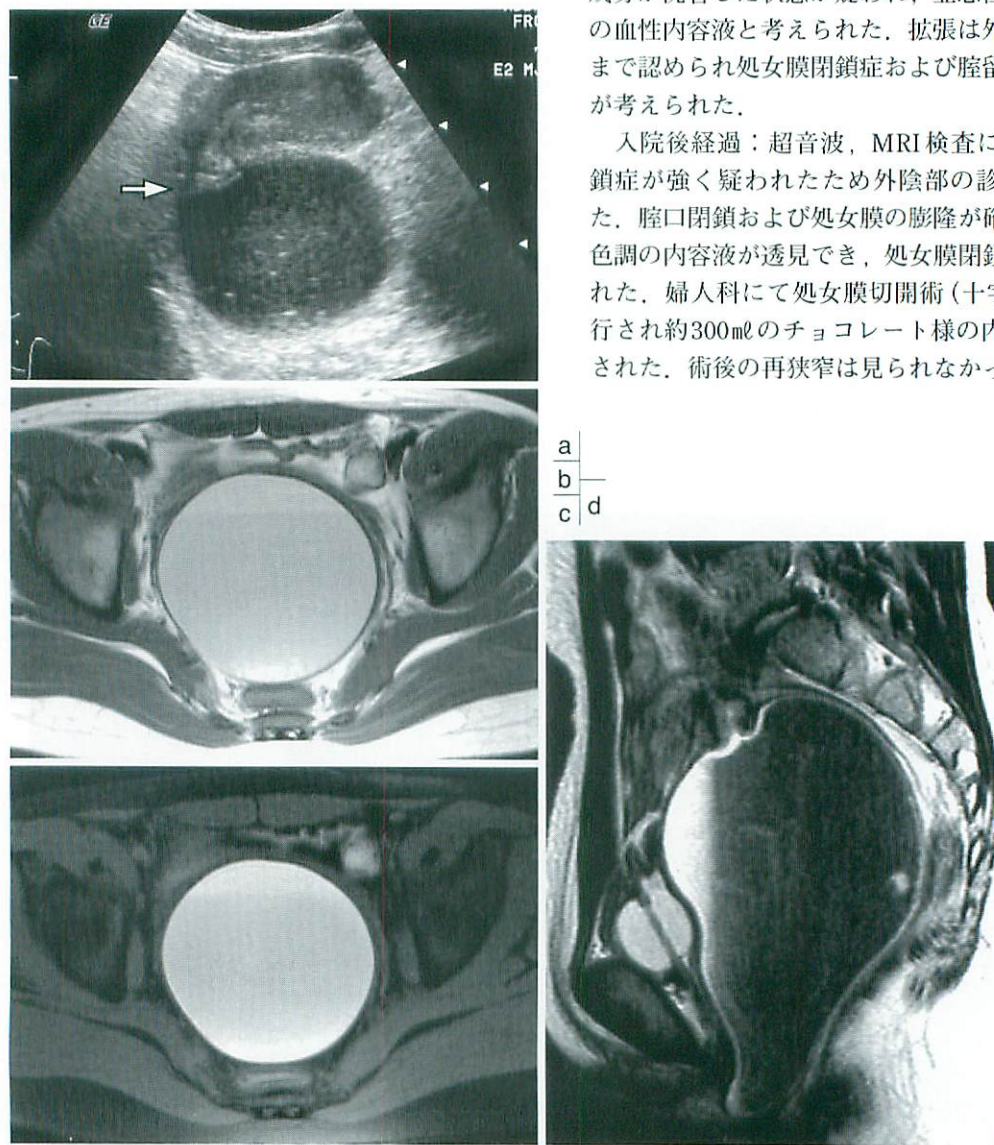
Ultrasonography of the pelvic cavity(longitudinal plane)
